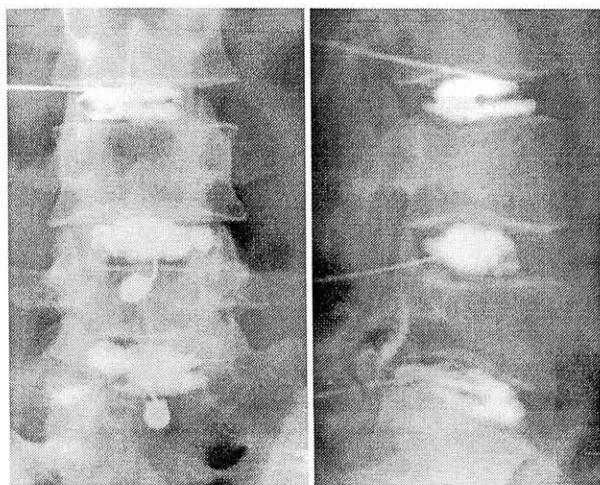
Внутридисковые перемещения студенистого ядра L3—4 диска. Протрузии нижних замыкательных пластиинок L4, L5 позвонков.
